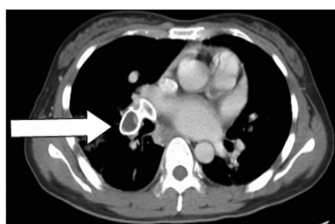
封堵器 (箭头所指) 右下肺动脉内释放术后增强 CT 横断面图像
